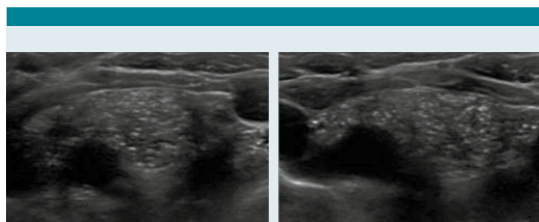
Ecografía del timo normal.
